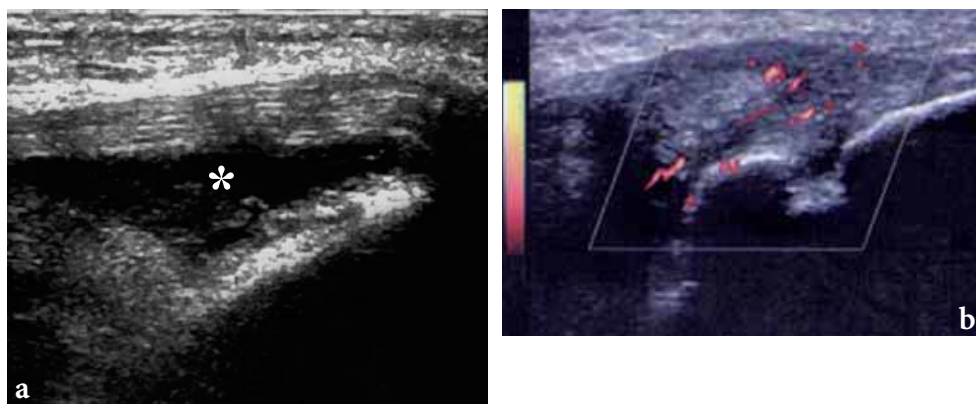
Entesite rotulea distale in un paziente con SASN. L'ecografia (a) e l'eco-color Doppler (b) mostrano l'ispessimento e la disomogeneità ecostrutturale della entesi, con focale iperemia, da flogosi distrettuale. È anche evidente la borsite infrarotulea (*asterisco*)
